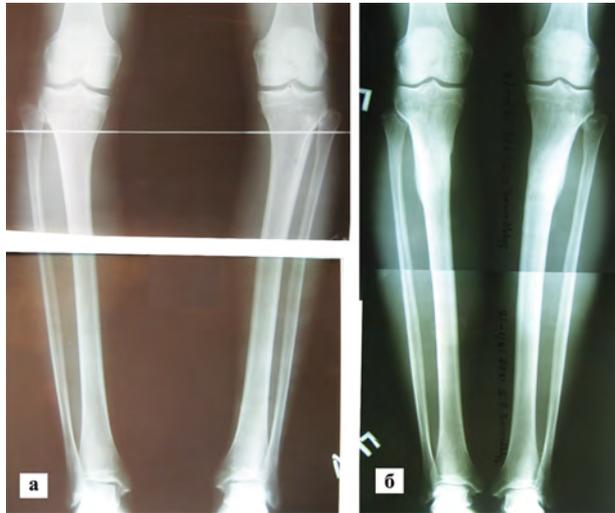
Рентгенограммы пациента П.: а – до операции; б – через 3 года после завершения коррекции
